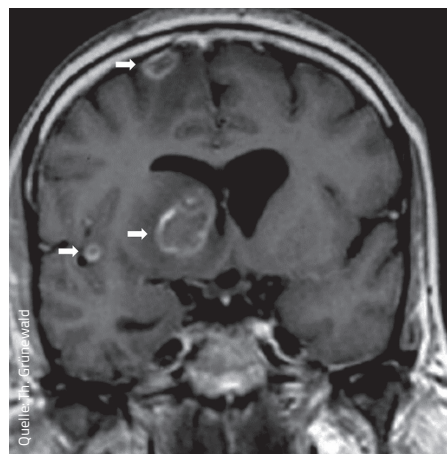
Kraniale MRT mit den typischen ringförmigen Läsionen einer Toxoplasma-Enzephalitis (Pfeile).
